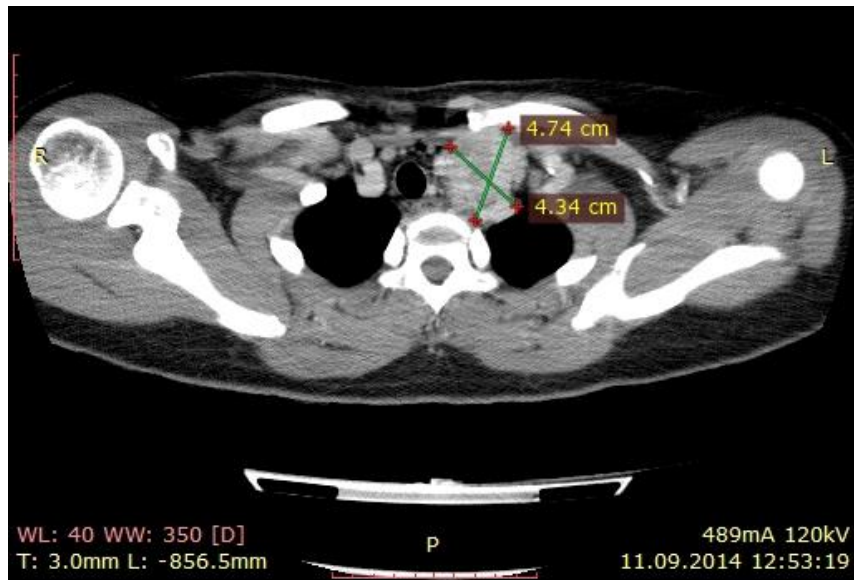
Візуалізація МРЩЗ за даними КТ у пацієнтки Г., 45 років. Зріз пухлини на рівні початку переднього верхнього середостіння
